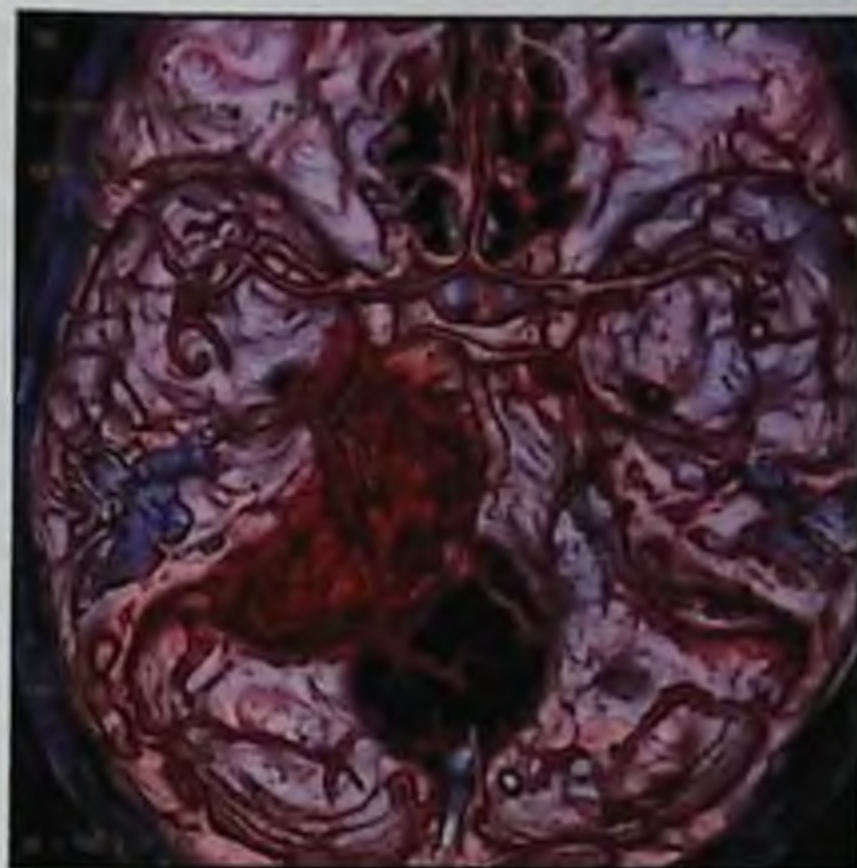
Взаимоотношение опухоли правой половины задней черепной ямки со структурами основания черепа и мозговыми сосудами. Трехмерная компьютерно-томографическая реконструкция: красные — артериальные, синие — венозные
